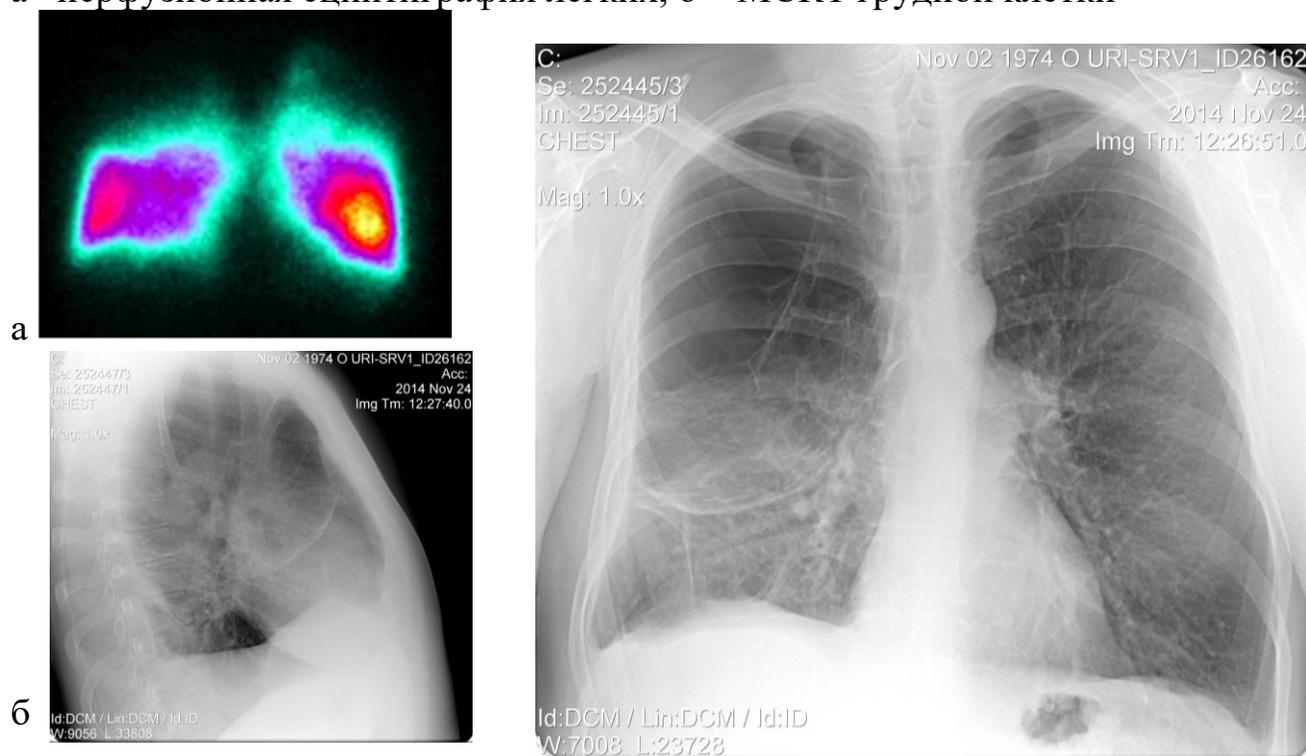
Крупные или гигантские буллы на фоне практически сохранной легочной ткани. (а – перфузионная сцинтиграфия легких, б – Рентгенография в двух проекциях).
